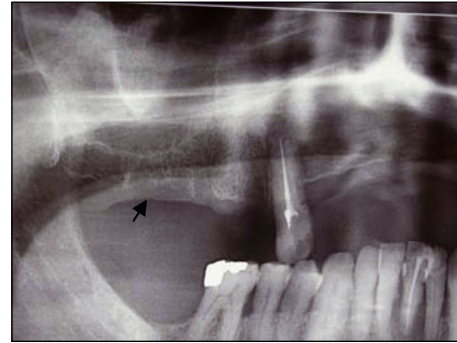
Sur la radiographie panoramique réalisée après l'apparition du foyer d'ostéonécrose, noter la discrétion de l'image lésionnelle en radiographie conventionnelle : l'image scintigraphique précède l'image radiographique (dépistage précoce).
